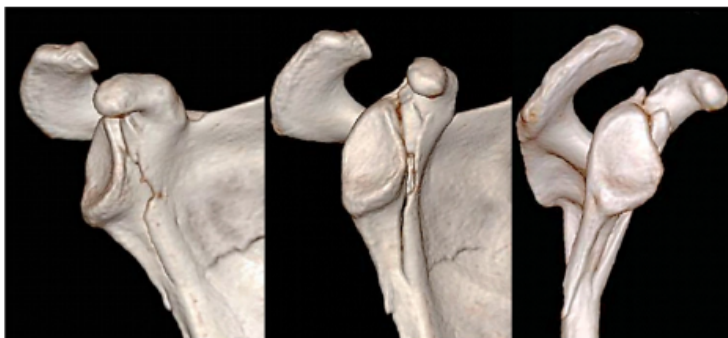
Radiograph of a typical fracture of the scapular anatomical neck. Despite displacement, the superior surface of the anatomical neck (CGN) can be well seen
